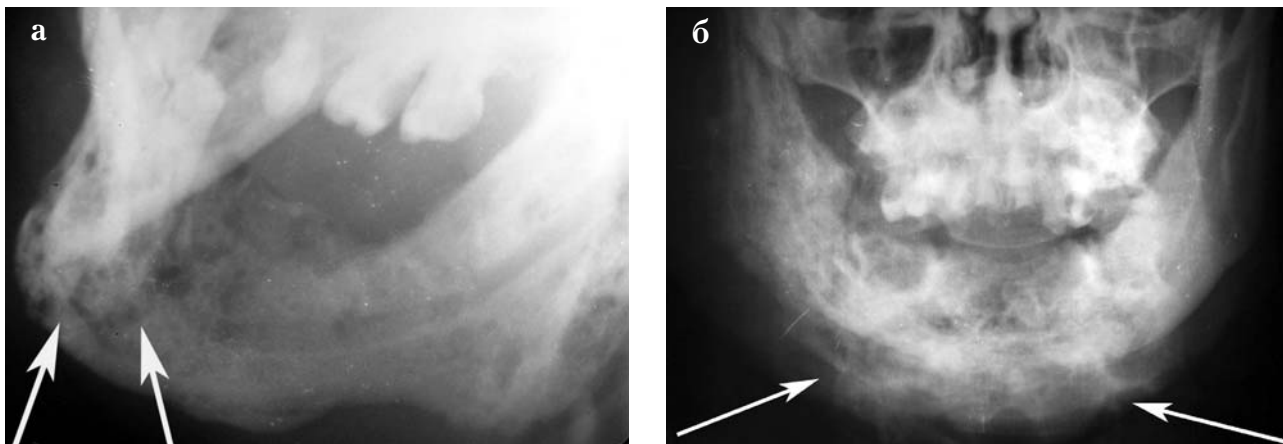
На рентгенограмме нижней челюсти (а, б) больных одонтогенным остеомиелитом (употребляющих наркотик «винт») определяются очаги остеопороза (указаны стрелками). Имеются обширные секвестры в разных отделах нижнечелюстной кости, выраженная периостальная реакция по нижнему краю (б).
